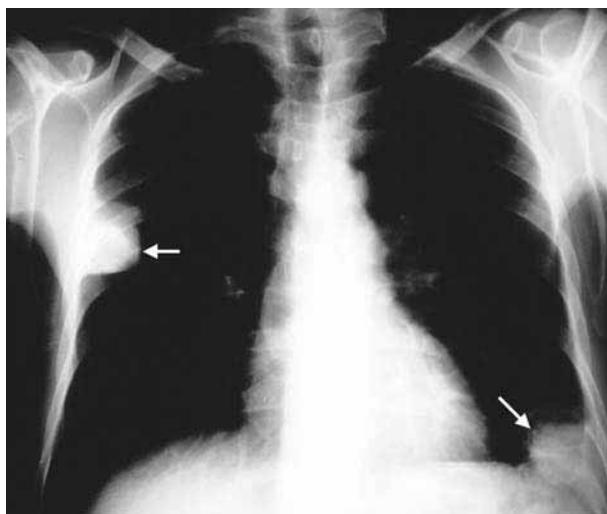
Radiografía de tórax de enfermo con TEP. Las flechas muestran dos imágenes compatibles con joroba de Hampton, sugerentes de infartos pulmonares, apoyadas en la pleura y con cierta morfología triangular apuntando hacia el hilio pulmonar.
